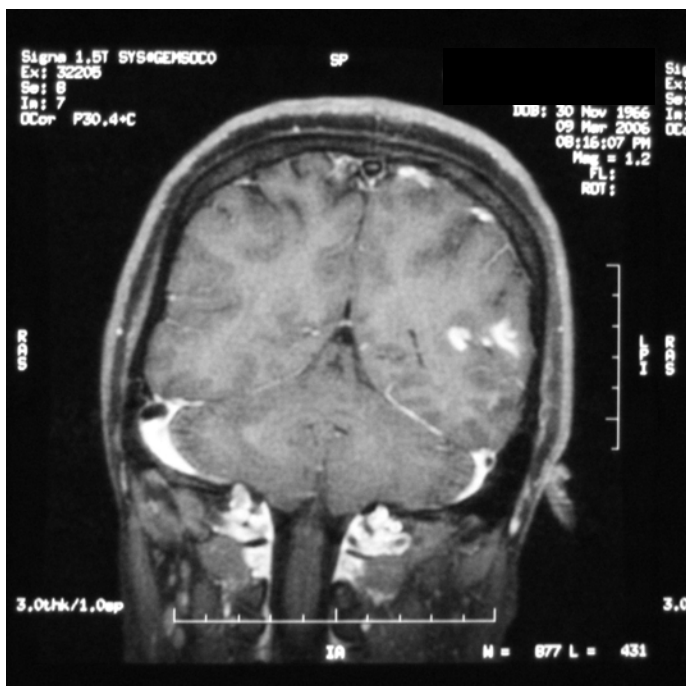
Angio-resonancia mostrando la lesión temporal izquierda
